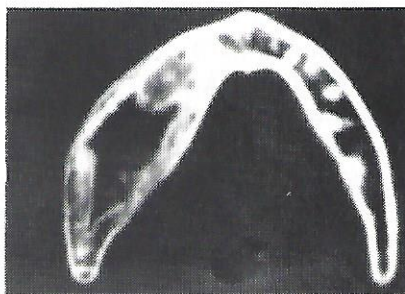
Tomografia-mostrando limites da lesão em corpo mandibular.
